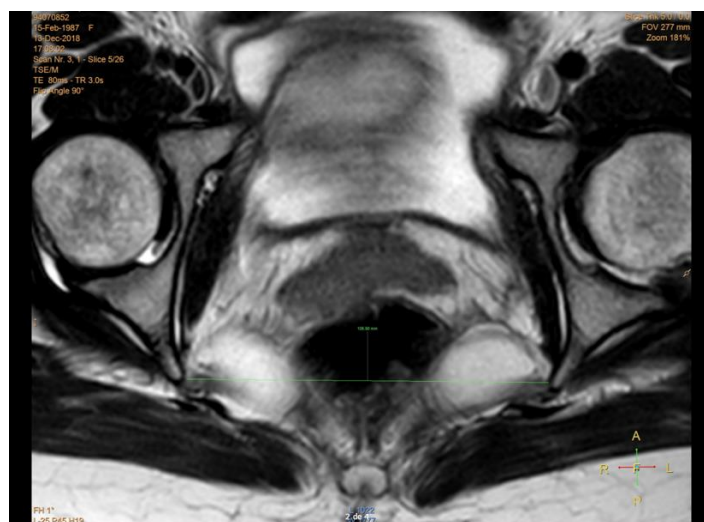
IRM - Coupe coronale perpendiculaire au plan sagittal médian avec mesure du BE
